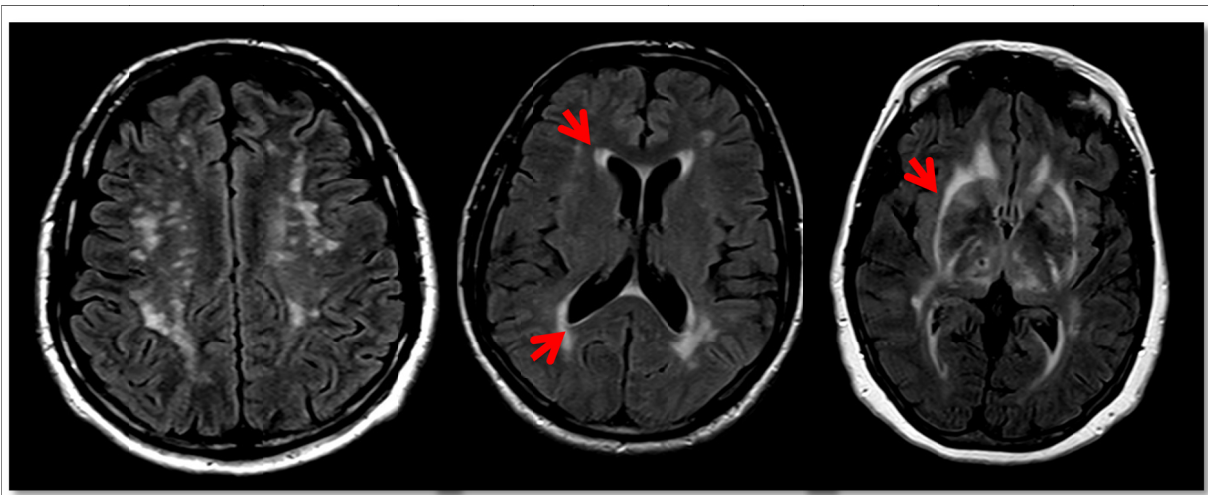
RMC con cortes axiales en secuencia FLAIR. (A) Hiperintensidad subcortical simétrica en paciente varón de 55 años. (B) Hiperintensidad periventricular en paciente mujer de 43 años (flecha roja). (C) Hiperintensidad en región de ganglios de la base en mujer de 62 años. Afectación significativa de cápsula externa (flecha roja) característica de la enfermedad.
